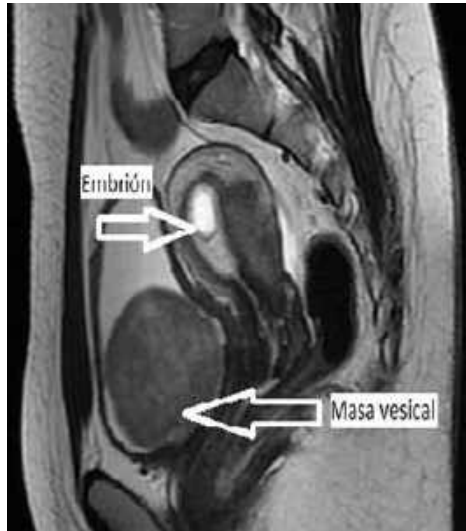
Resonancia magnética en la que aparece la masa vesical y el embrión a nivel del fundus uterino.
